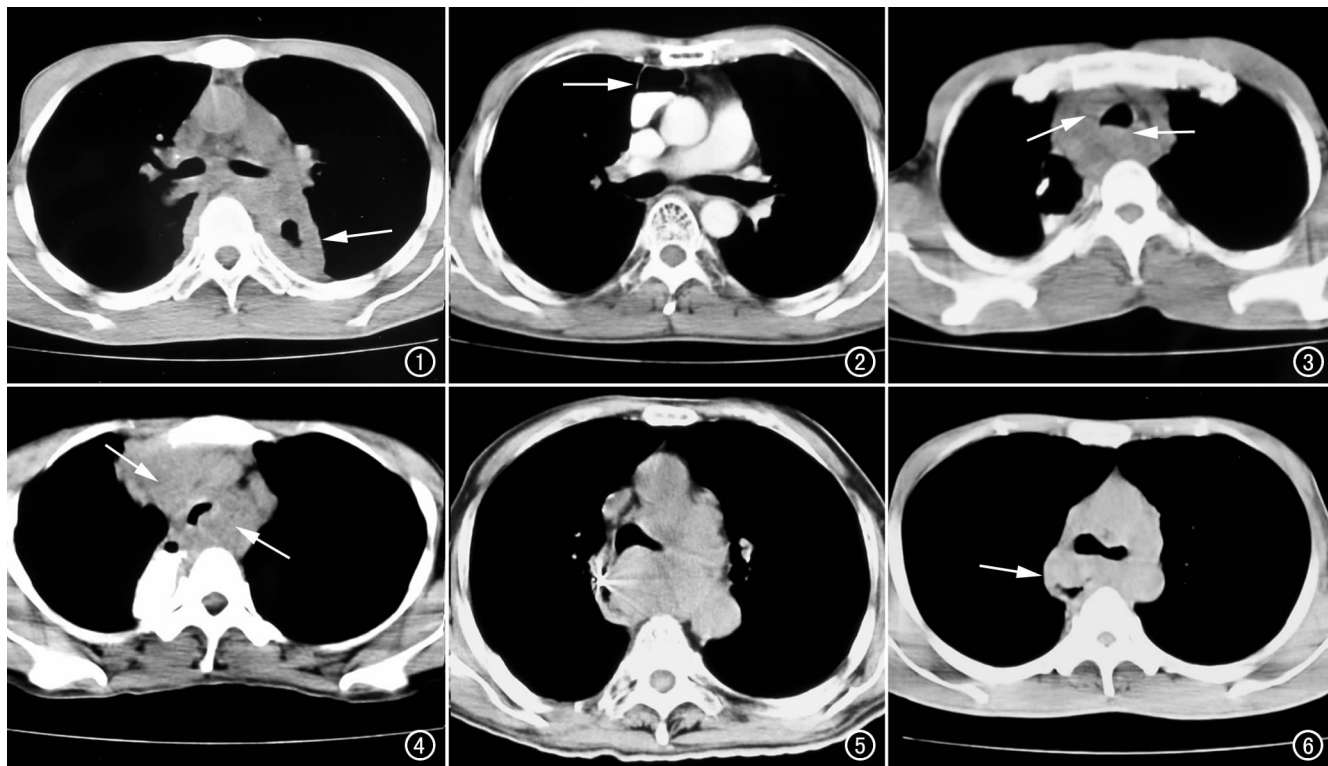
中段食管癌术后半年。CT 示肿瘤复发侵及左胸内胃,胃壁均匀性增厚(箭),约 1.5cm,胃腔变小,右胸膜侵犯。
